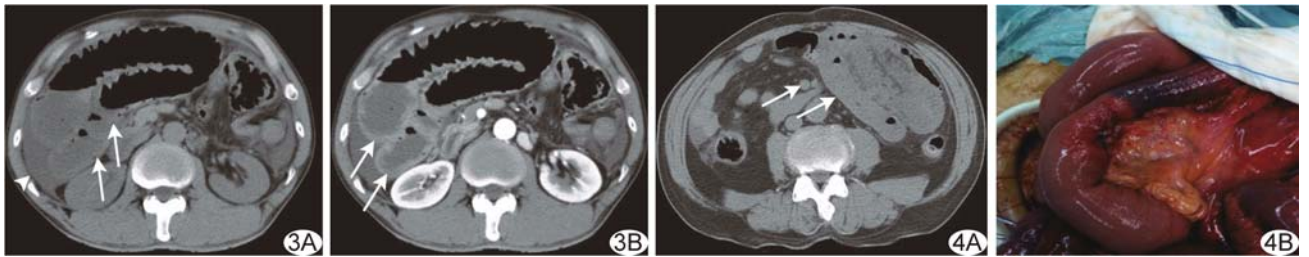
患者男,55 岁,粘连性肠梗阻并出血性坏死 A. CT 平扫示小肠梗阻,肠壁增厚并见散在泡状积气(箭),腹腔积液(箭头); B. 增强扫描示肠壁强化程度不均匀性减低(箭) 图 4 患者男,75 岁,粘连性肠梗阻并坏死 A. CT 平扫示左侧腹部小肠肠管聚拢,肠壁增厚,中央区肠管较周围肠管密度减低(箭),邻近肠系膜脂肪密度增高; B. 术中见粘连性肠梗阻,部分肠管淤血坏死
